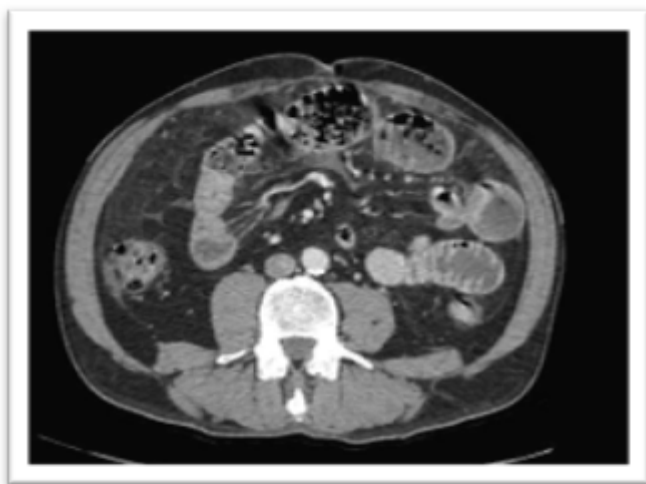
TAC abdomen: Dilatación asas de delgado en rango obstructivo con cambio de calibre en yeyuno. Pared de yeyuno engrosada, con intestino delgado proximal fecalizado.
